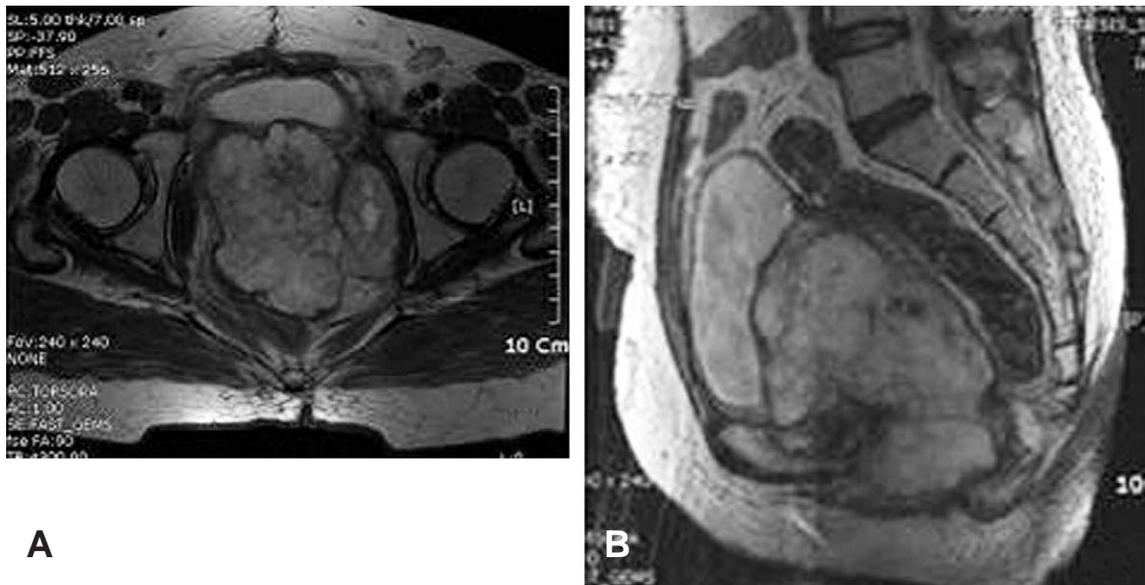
(A, B) MRI show huge lobulating mass occupying pelvic cavity and abutted to adjacent anorectal junction, uterine cervix, vaginal wall and urinary bladder.
